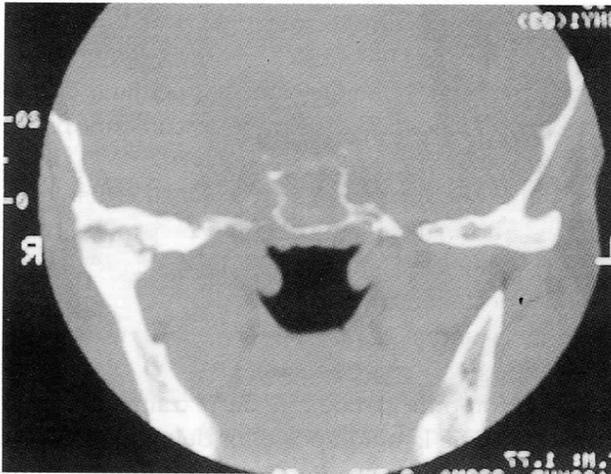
Tomografía computarizada de un paciente con artritis psoriásica que nos muestra las lesiones existentes en el cóndilo mandibular derecho.
